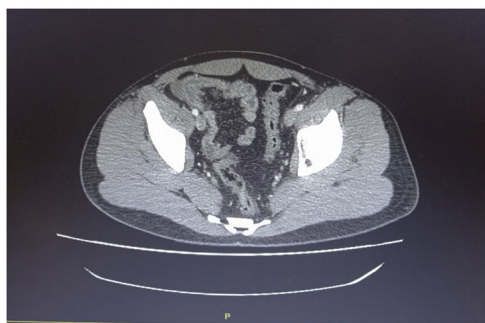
TC abdominal que muestra un segmento (de 15 cm de extensión) con engrosamiento circunferencial de pared intestinal (6 mm de grosor) del íleon terminal.
